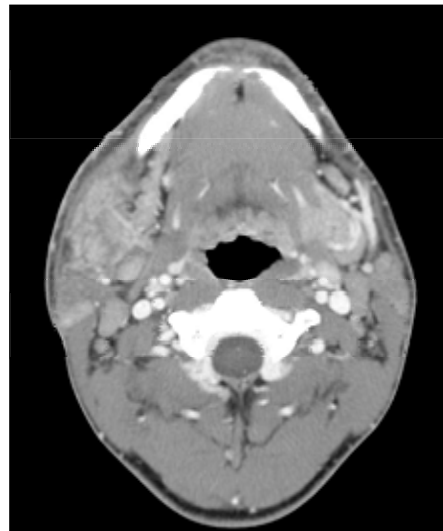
Preoperative axial neck CT scan taken before revision surgery shows about 7.0×5.0cm sized, well enhanced, ill marginated heterogenous soft tissue density in right submandibular area.
